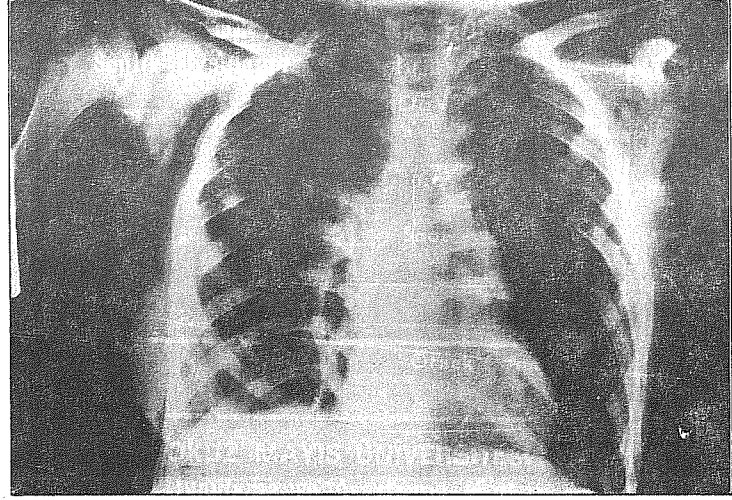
Sađ ana bronş rüptürü olgusunun ameliyat öncesinde çekilen akciđer grafisinde sađta total akciđer kollapsı, solda parsiyel akciđer kollapsı gözlenmekte.
